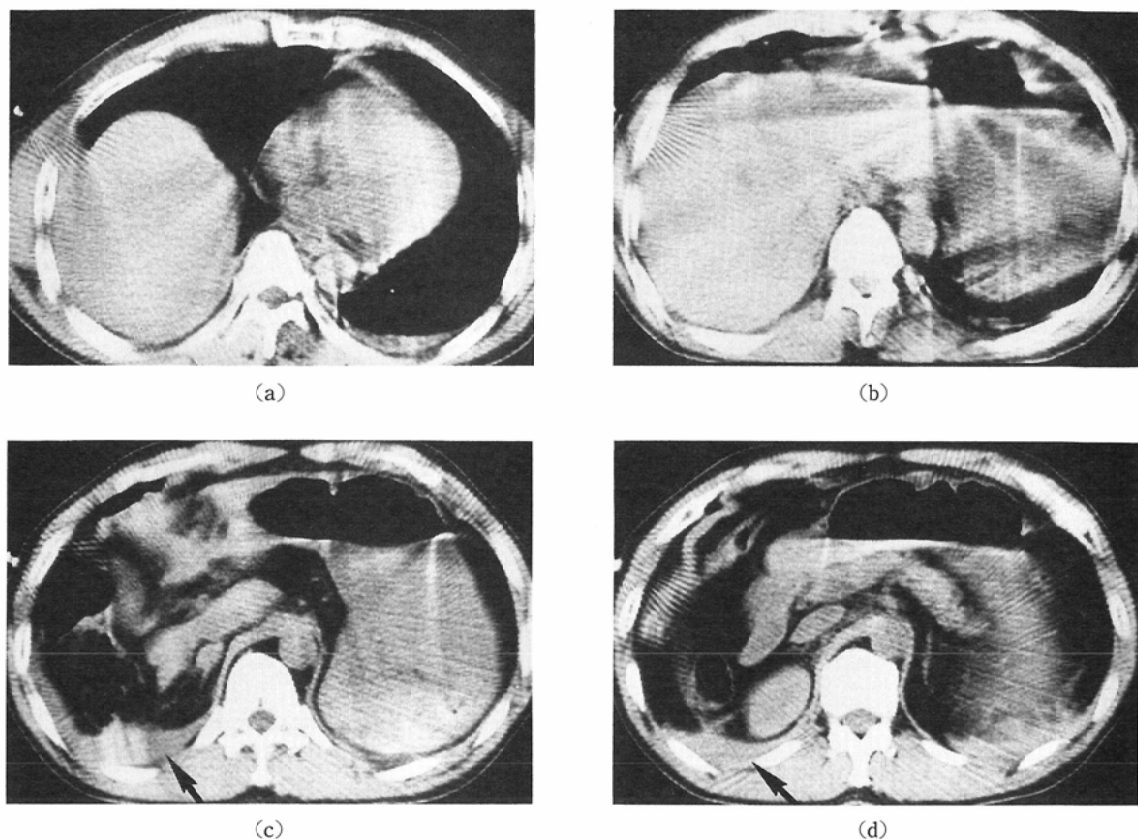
The CT films of the first patient, taken right after the accident.
